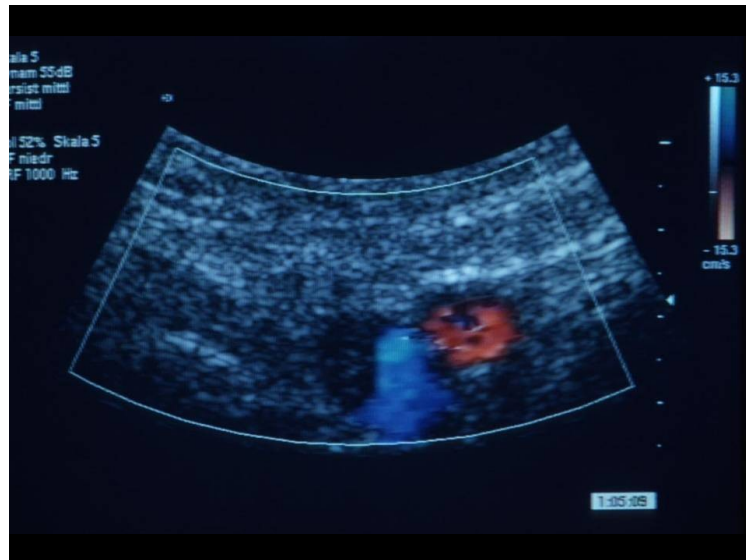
Farb-codierte Duplexsonographie (14)
